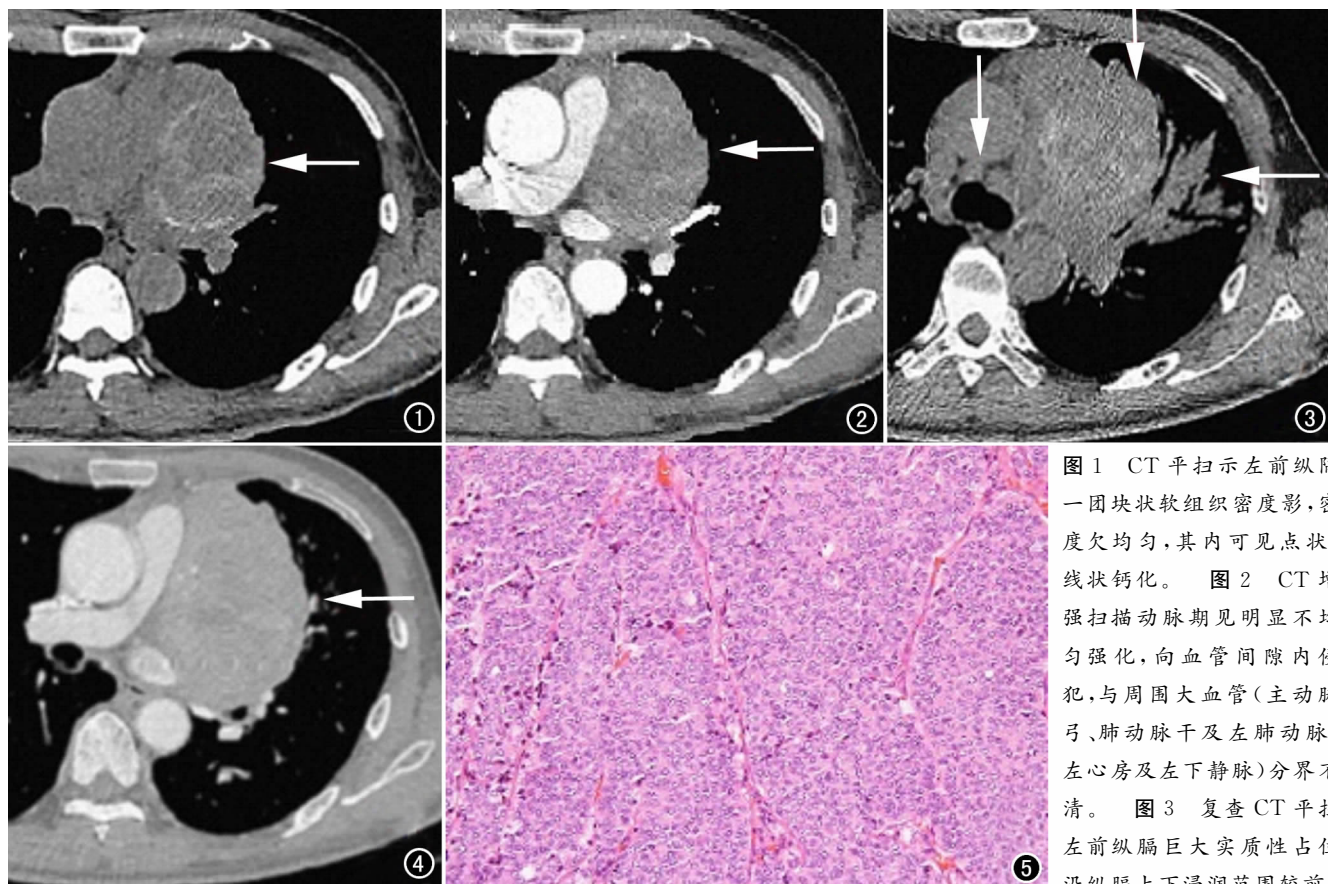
CT 平扫示左前纵隔一团块状软组织密度影,密度欠均匀,其内可见点状、线状钙化。图 2 CT 增强扫描动脉期见明显不均匀强化,向血管间隙内侵犯,与周围大血管(主动脉弓、肺动脉干及左肺动脉、左心房及左下静脉)分界不清。图 3 复查 CT 平扫左前纵隔巨大实质性占位沿纵膈上下浸润范围较前
